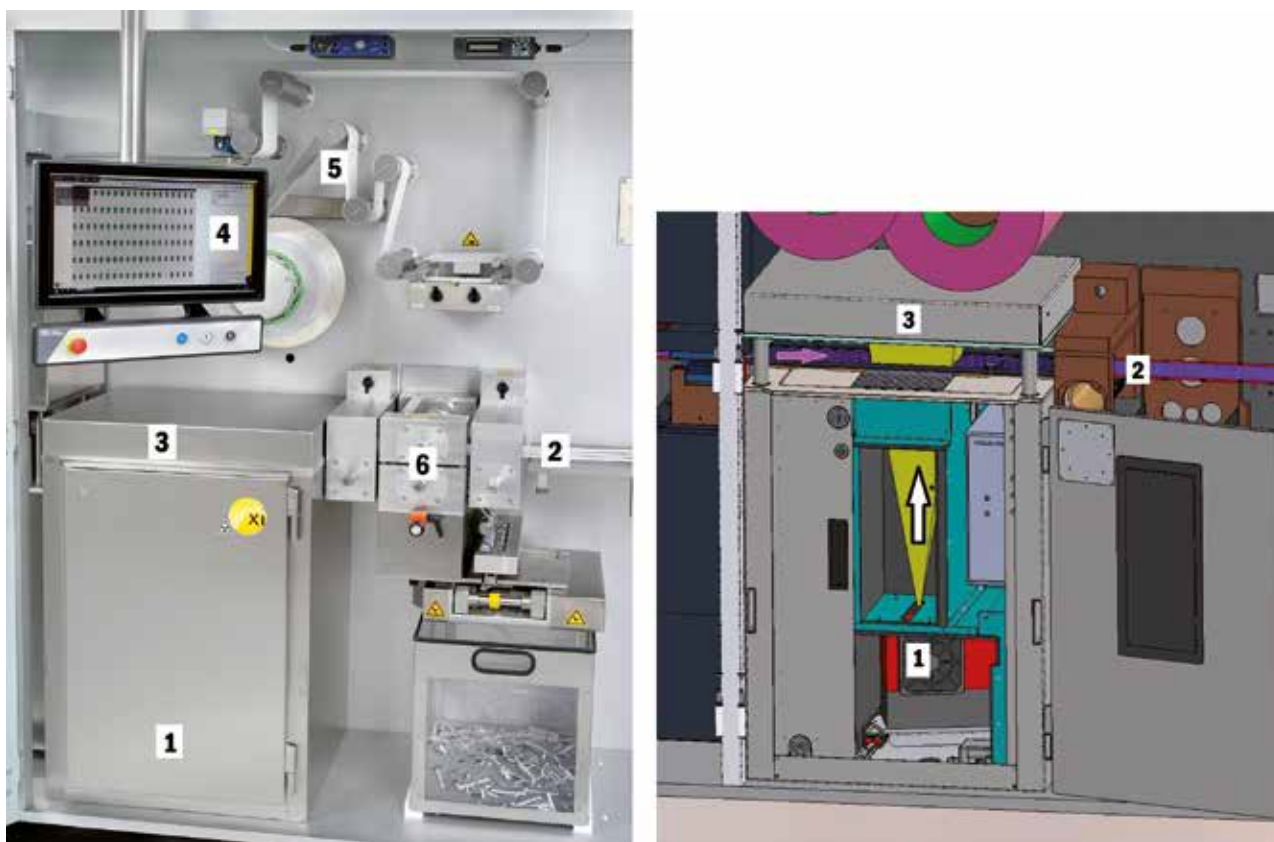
Röntgenkontrollsystem, integriert in Blisterlinie. 1: Röntgenröhre, 2: Blisterbahn, 3: Plattendetektor, 4: Monitor/Human Machine Interface (HMI), 5: Abwicklung Deckfolie, 6: Längsschneiden in 3 Doppelstreifen (Quelle: Harro Höfliger).
